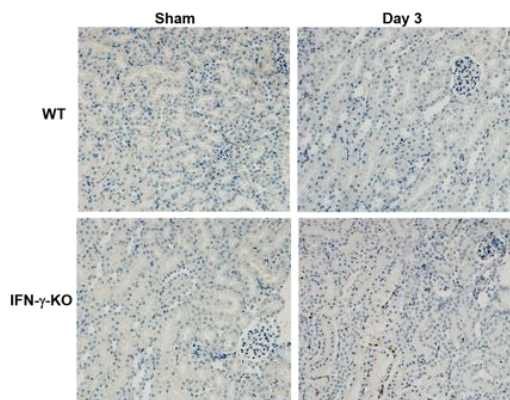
TAC により誘起される腎組織への好中球浸潤
